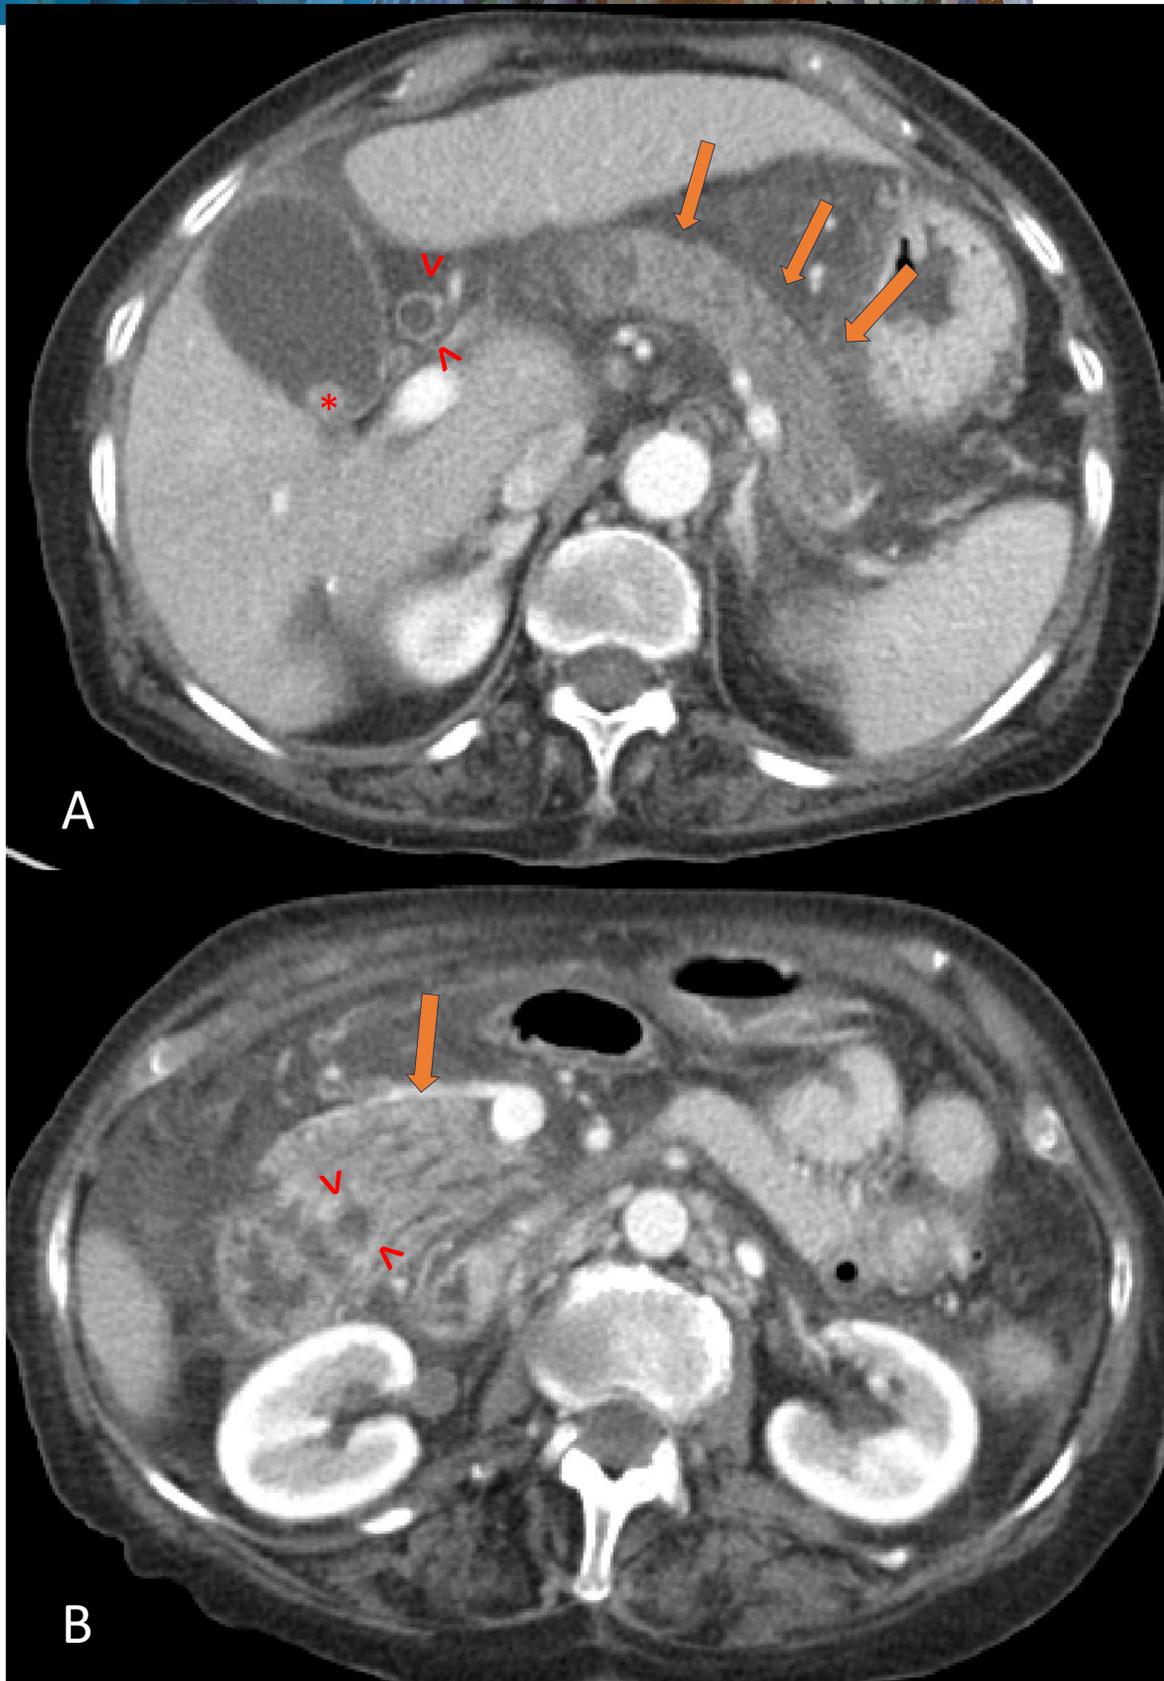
Paciente con AP de CPRE por coledocolitiasis, que presenta dolor abdominal persistente y elevación de reactantes de fase aguda. TC con contraste en fase portal donde se observa A) el páncreas ligeramente aumentado de tamaño con láminas de líquido entre los lobulillos pancreáticos con líquido peripancreático (flechas naranjas). Hallazgos compatibles con pancreatitis aguda. Colédoco de paredes hipercaptantes y dilatado (^). Vesícula en rango prehidrópico, con litiasis en su interior (*). B) Dilatación del colédoco distal (^) con áreas hiperdensas en relación con barro biliar. Láminas de líquido peritoneal.
